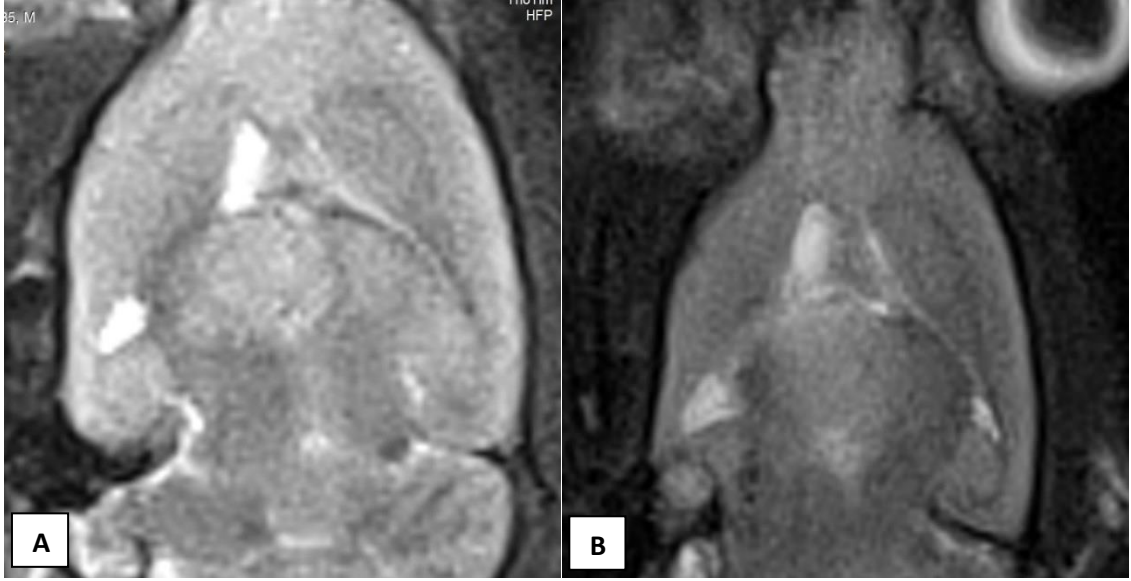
Sham grubu 2: MRG ile Tümör + boş nanopartikül intravenöz enjeksiyon öncesi (A) ve sonrası (B)
